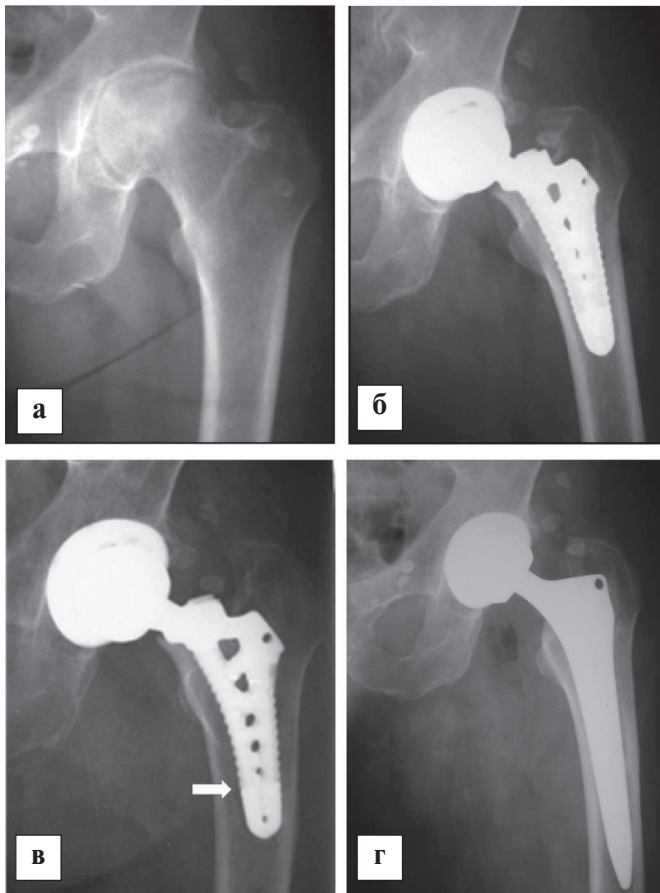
Фотовідбитки рентгенограм лівого кульшового суглобу (хворої М вік 58р, історії хвороби № 2286), діагноз: асептичний некроз головки стегна II-III ст, деформуючий коксартроз 2ст.: а) до операції; б) після операції; в) через рік після операції, явища асептичної нестабільності ніжки (показано стрілкою); г) після операції заміни ніжки ендопротеза безцементною системою.
